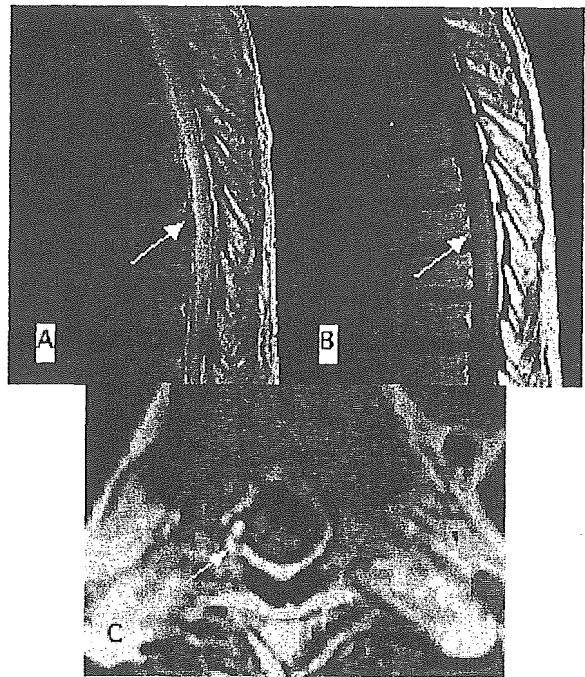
MR images of the thoracic cord in case 1. (A) Sagittal T2-weighted image (WI) shows diffuse high signal intensity from the Th 8-11 level. (B) Sagittal TIWI with gadolinium (Gd) enhancement shows high signal intensity from the Th 8-11 level. (C) Axial TIWI with Gd enhancement shows high signal intensity predominantly in the right lateral and the dorsal part of the cord at the Th 8.
